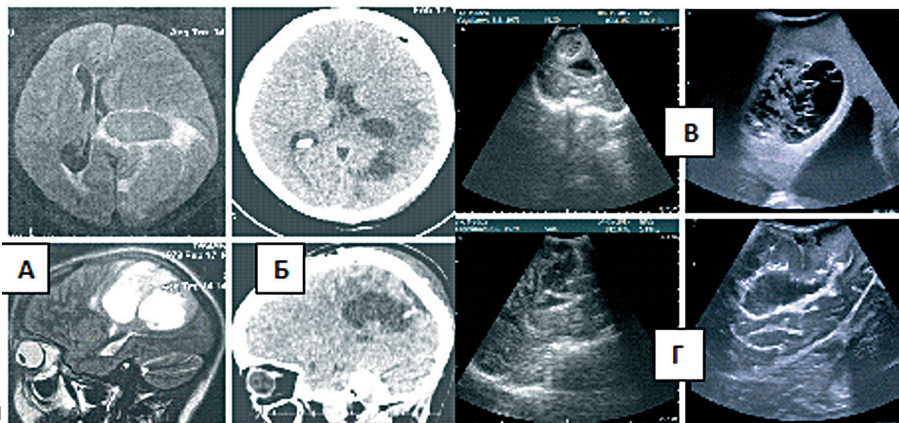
Нейровизуализация солидно-кистозного новообразования (анпластическая астроцитомы) в предоперационном периоде: А – МРТ в T1 и T2 режимах; Б – КТ на вторые сутки после операции; В – трансдуральное исследование Bk medical Falcon 2101 EXL (слева) и Bk medical 5000 до удаления опухоли (справа); Г – после удаления (в случае с Bk medical 5000 определяются более четко границы ложа удаленной опухоли и состояние окружающей мозговой ткани).
